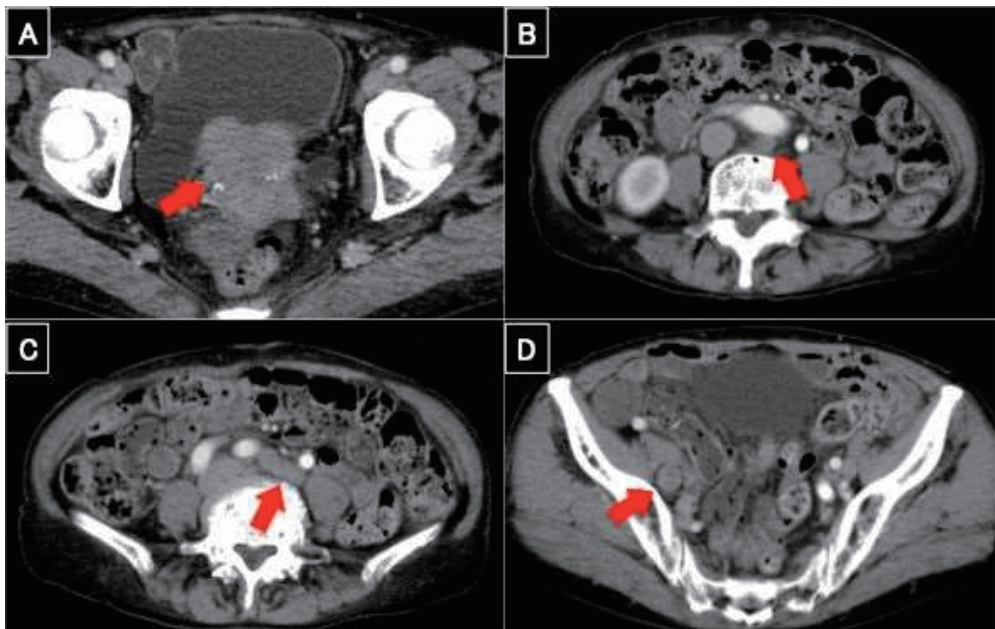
Contrast-enhanced computed tomography demonstrating the bladder tumor infiltrating into the uterus (A), and metastases to para-aortic lymph (B, C), and external iliac nodes (D)
